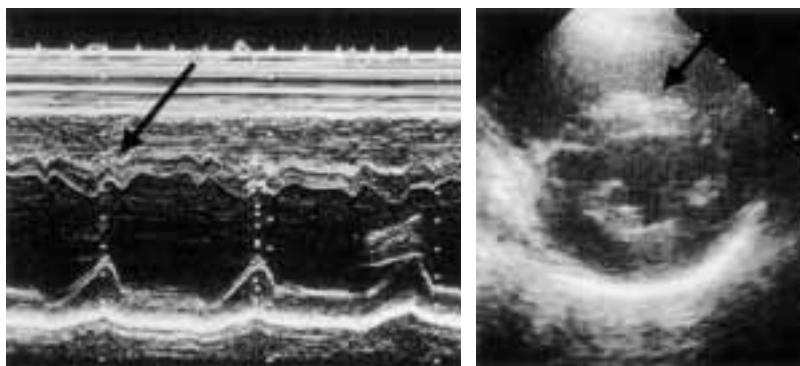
Echocardiogram showing akinesia and non-thickening of the wall at the interventricular septum.
